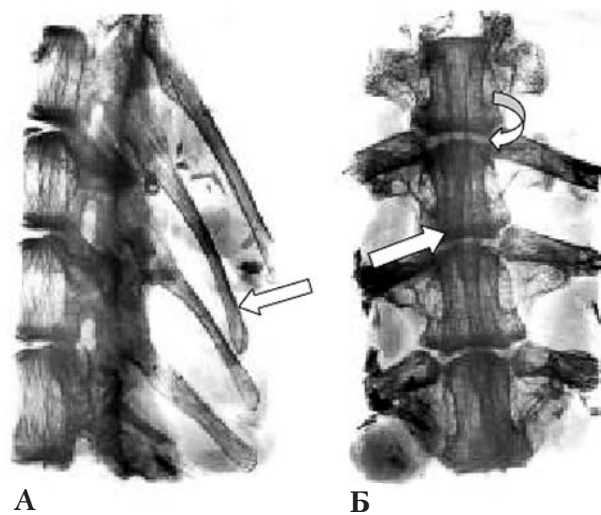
Рентгенограмма грудного отдела позвоночника кролика в прямой и боковой проекциях: А — боковая проекция. Видно каудальное смещение верхушки остистого отростка Th3-позвонка (стрелка) и его приведение к остистому отростку Th4; Б — смещение остистого отростка Th3 вправо (смещенный отросток обозначен прямой стрелкой), которое свидетельствует о ротационном смещении второго грудного позвонка (показано закругленной стрелкой)
